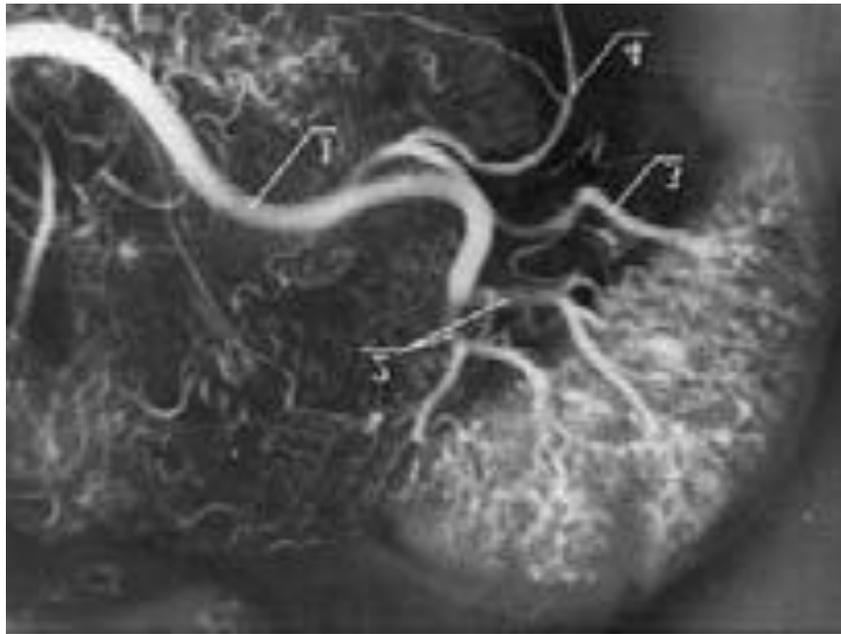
Самостоятельная артерия к переднему концу селезенки (3) на рентгенограмме (по В.С.Алексееву, 2016)
